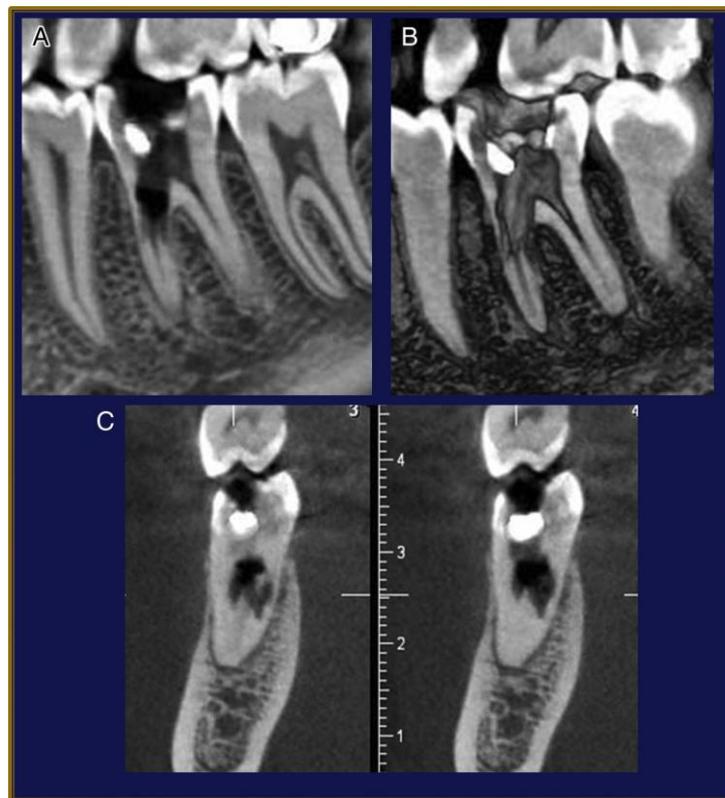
Utilisation du CBCT dans le diagnostic d'une résorption interne à multiples perforations. Vue sagittale (A). Reconstitution en 3D (B). Coupes coronales (C et D) montrant l'extension de la résorption. ^[17]
